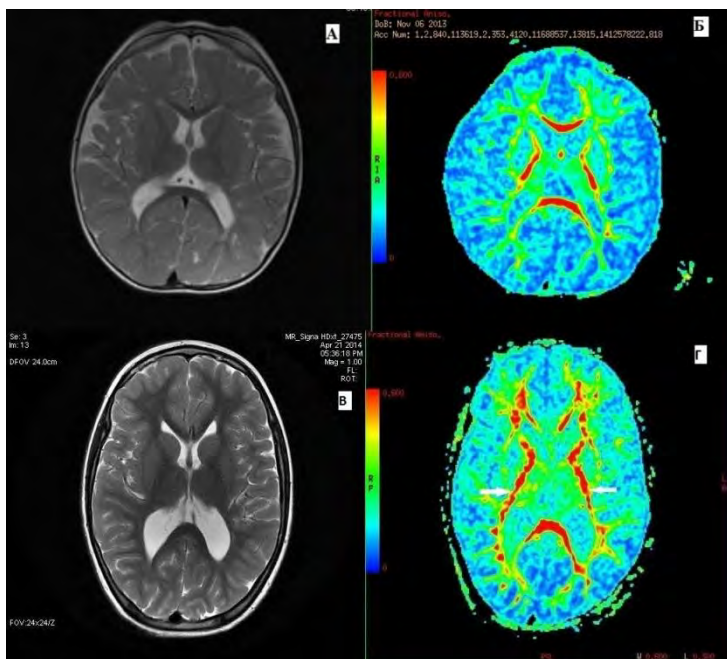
МРТ головного мозга пациента Д., 5 лет 4 мес, с диагнозом: ДЦП, спастический тетрапарез. Исход – в тяжелую инвалидизацию. Первое исследование в возрасте 10 мес: в режиме ДВИ (А) выявлены постгипоксические изменения в лобно-теменных отделах полушарий мозга с расширением боковых желудочков. На карте ФА (Б) в сагитальной проекции – диффузное снижение фракционной анизотропии во всех структурах головного мозга. Повторное исследование в возрасте 5 лет 4 мес: в режиме Т2-ВИ (В) определяются глиозные изменения в лобно-теменных отделах полушарий мозга с вторичным расширением боковых желудочков; на карте ФА (Г) – отмечается обеднение степени фракционной анизотропии на уровне заднего бедра внутренней капсулы с двух сторон и в структурах мозолистого тела.
